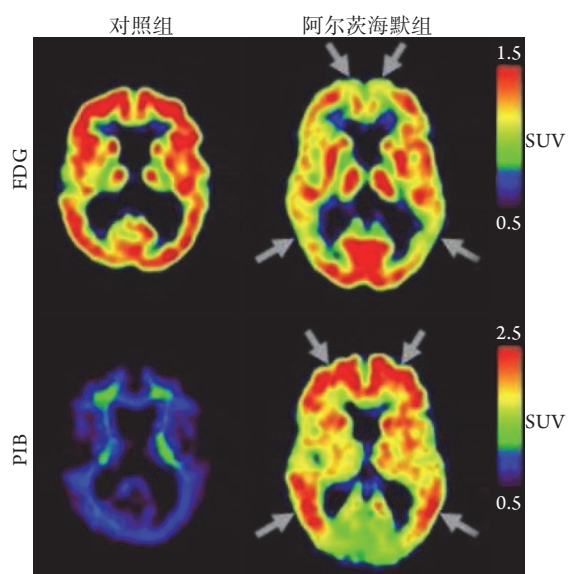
对照组与阿尔茨海默病(AD)组的PIB及FDG PET扫描图^[14-15]
